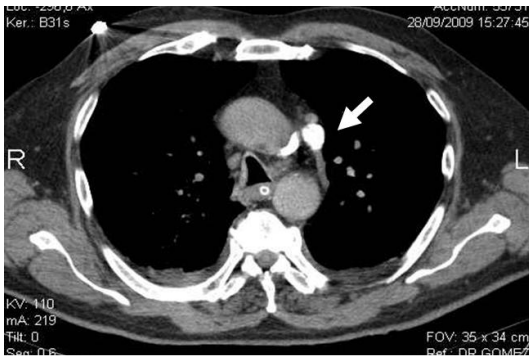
Tomografía axial computada contrastada donde se observa VCSIP. (flecha)
